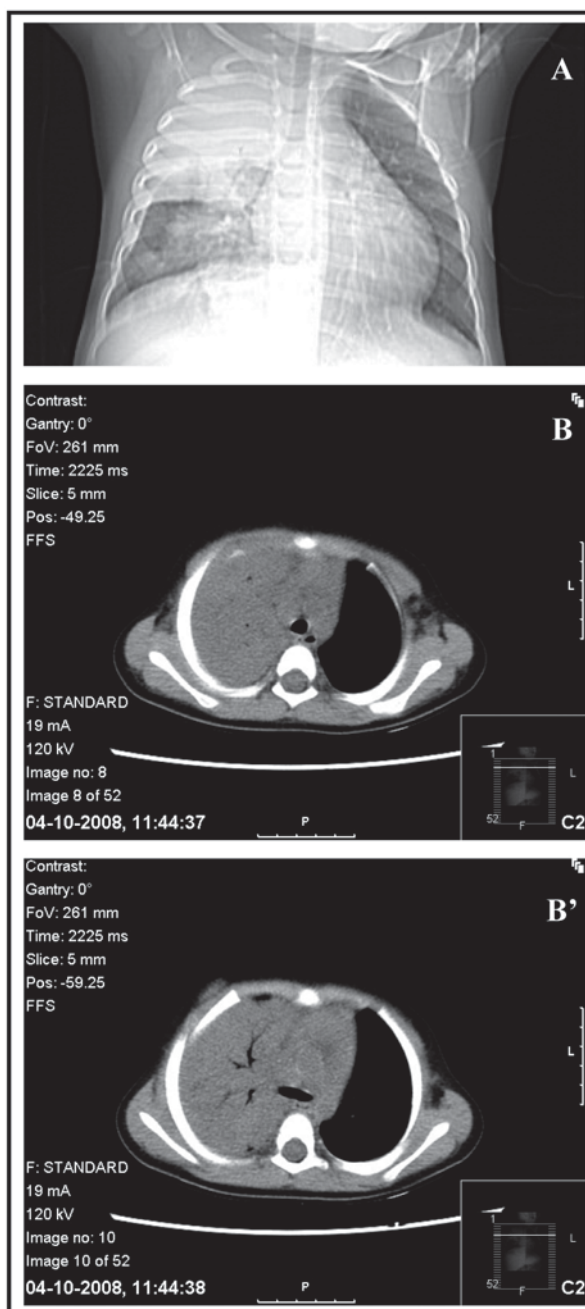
Imagens de TAC Torácica (A – corte coronal; B, B' – cortes axiais) "...extensa consolidação parenquimatosa pulmonar direita, envolvendo os lobos superior e inferior, com evidência de broncograma aéreo...".
